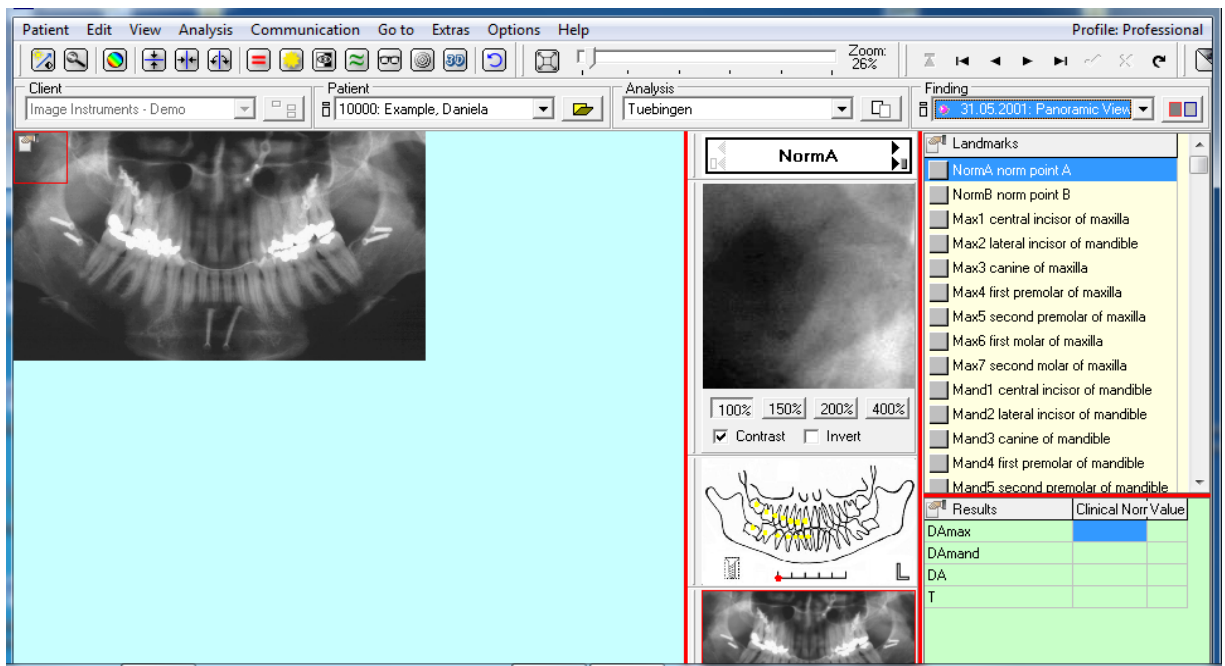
Рассмотрение ортопантомографического снимка при помощи увеличивающей лупы.
